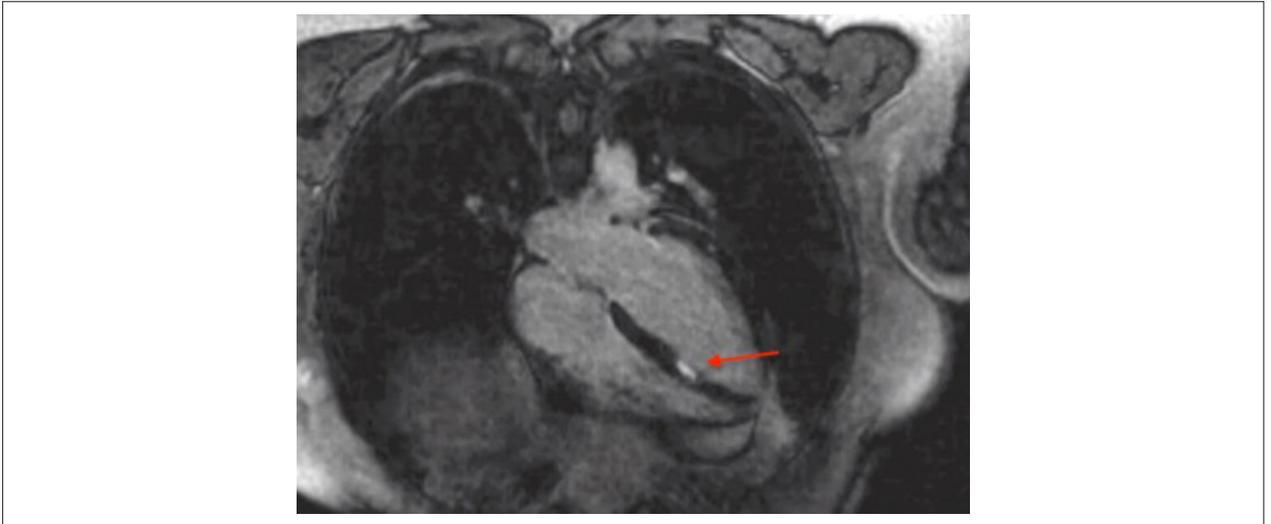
Ressonância magnética cardíaca: 4 câmaras, com presença de realce tardio com padrão de acometimento subendocárdico. Padrão isquêmico que pode ser observado nos casos de obstrução coronariana aterosclerótica ou trombótica e no vasoespasma (seta vermelha).
